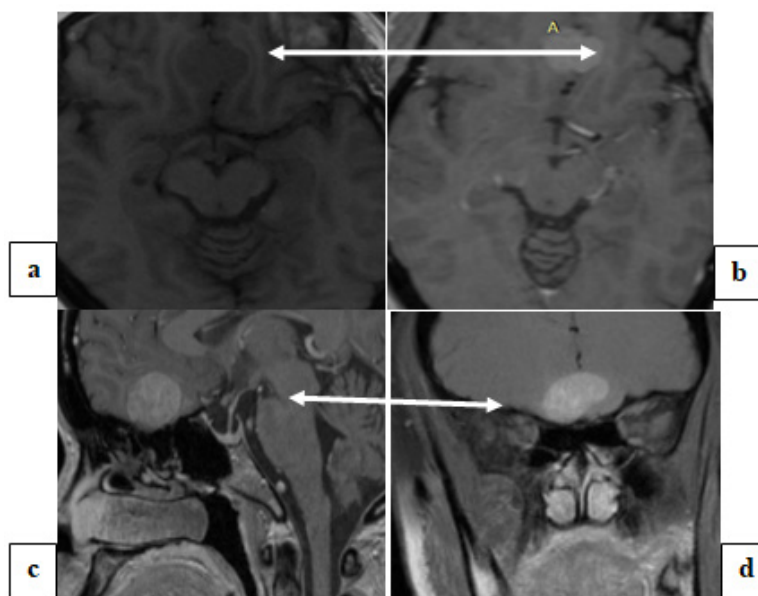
Patiente de 47 ans adressée pour bilan de céphalée chronique.IRM cérébrale, coupe axiale T1 sans (a) et avec (b) contraste ; coronale (c) et sagittale (d) avec contraste, décelant un méningiome du jugum sphénoïdal (flèche).
